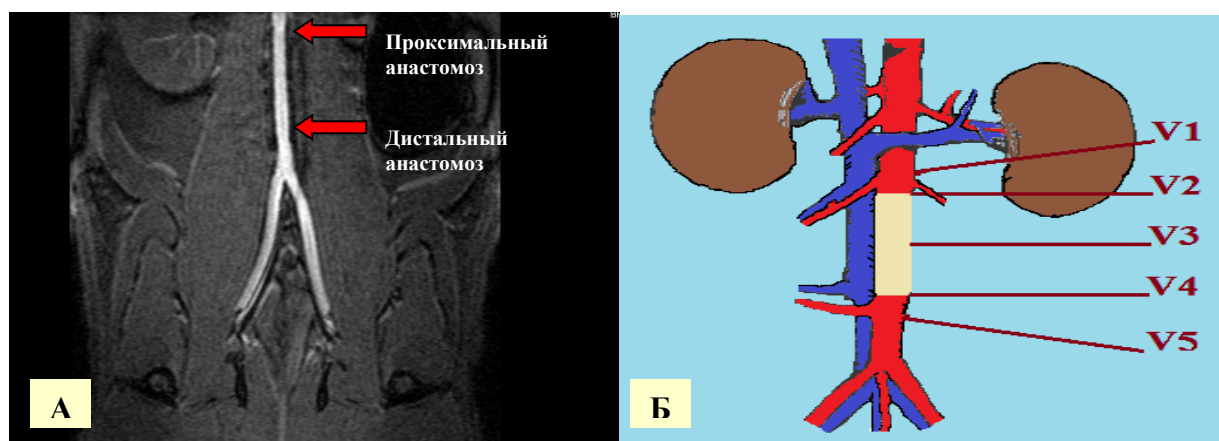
Оценка проходимости протеза с помощью магнитно-резонансной томографии «BioSpec 117/16USR» (Bruker, Германия):
